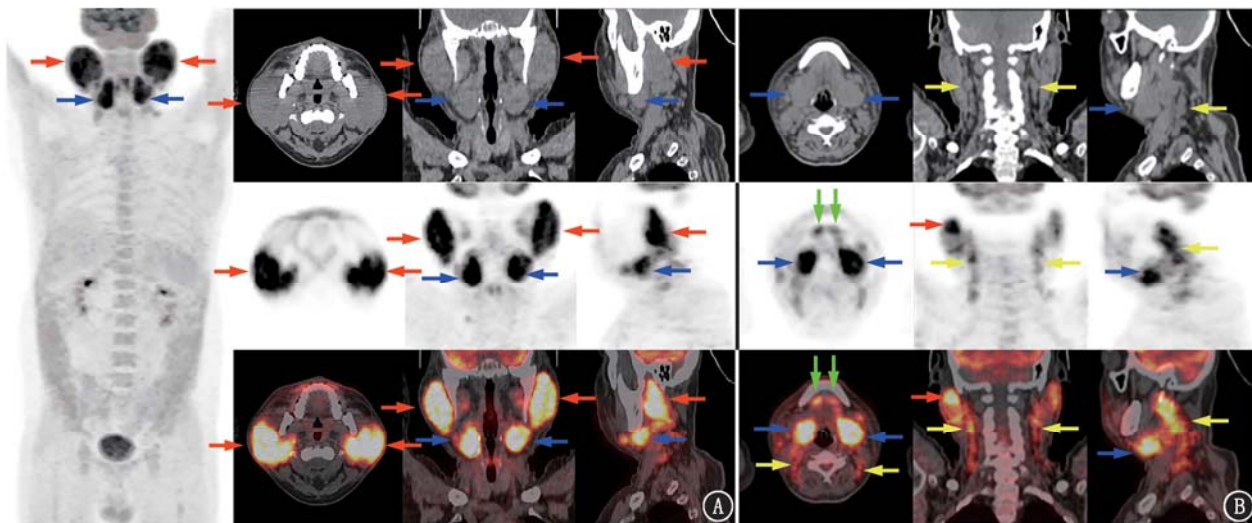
木村病患者 (男, 37 岁) ¹⁸F-脱氧葡萄糖 (FDG) PET/CT 显像图 (红色箭头示腮腺, 蓝色箭头示颌下腺, 绿色箭头示舌下腺, 黄色箭头示淋巴结)。A. 双侧涎腺对称性明显肿大, 密度欠均匀且高度摄取 FDG, 最大标准摄取值 (SUV_{max}) 为 23.2; B. 颈部两侧多区及右侧锁骨上见多枚高度摄取 FDG 的淋巴结影, SUV_{max} 为 16.0
